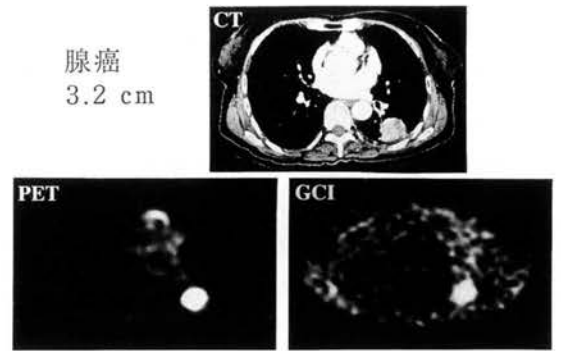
Comparison of chest CT(CT), FDG-PET(PET) and FDG-gamma camera imaging (GCI) in the area of adenocarcinoma, 3.5cm in greatest diameter, PET and SPECT(GCI) FDG images demonstrated clearly pulmonary lesion.
